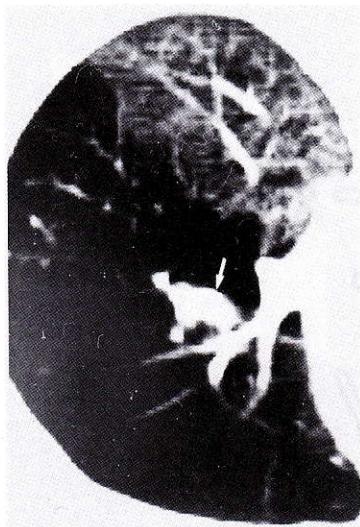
Computed tomography demonstrating the bronchocele (arrow)
